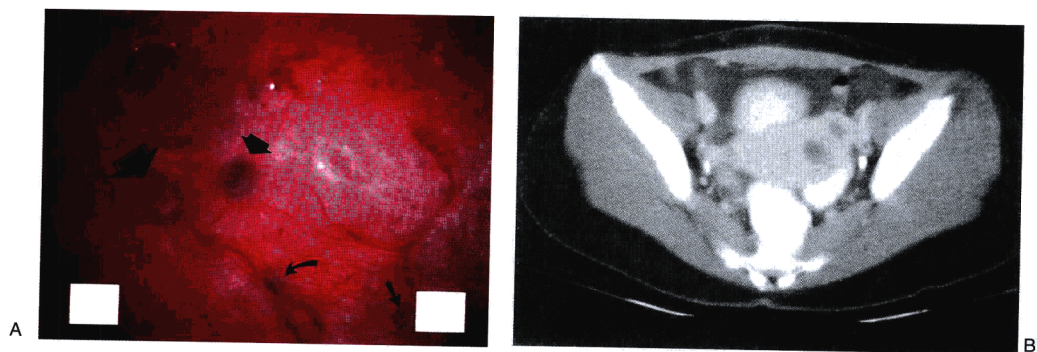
(A)宫腔镜检查显示与子宫腺肌病有关的子宫内膜上的多发小孔。(B)盆腔CT显示子宫腺肌病的透明区域。
